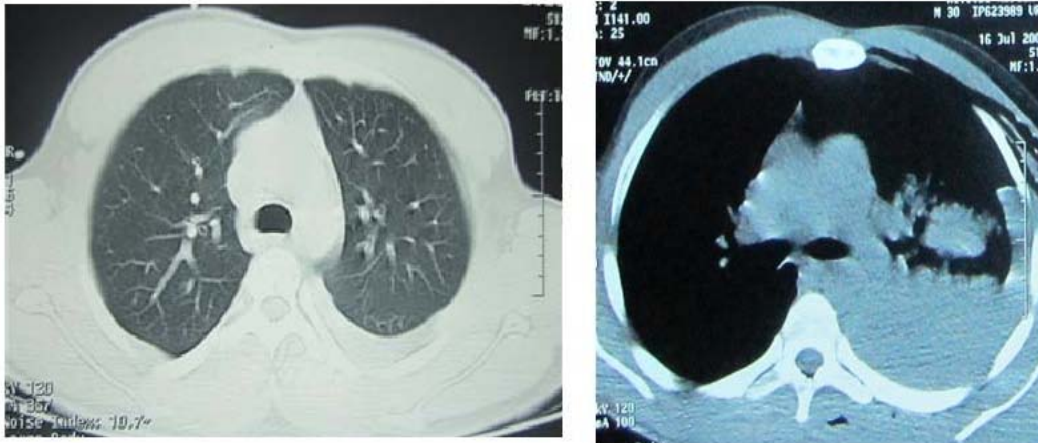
TDM thoracique : Hémithorax de faible abondance associé à une hémorragie alvéolaire gauche
